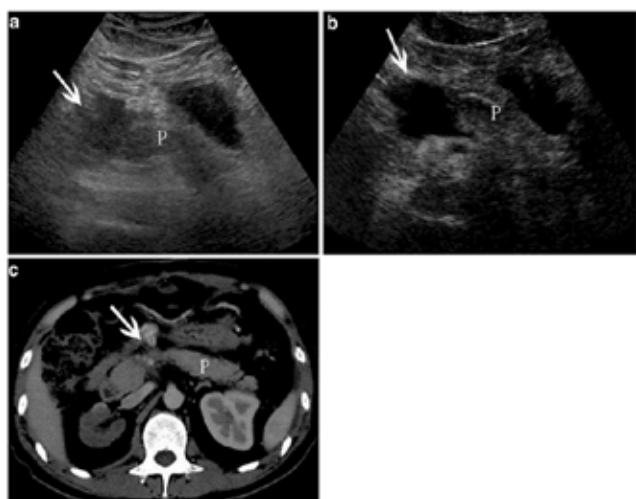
Trauma de pâncreas em adulto. Imagens “a” e “b” são de ultrassonografia, a imagem “c” é de tomografia computadorizada⁴.
